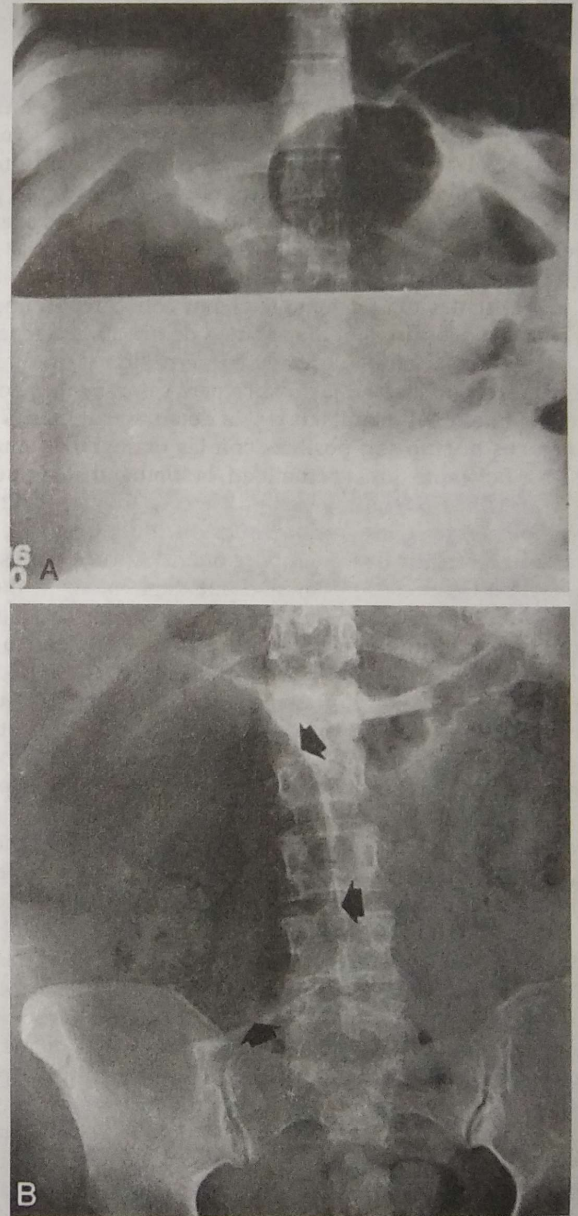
Datos de hidroneumoperitoneo en la radiografía simple. A, la proyección en posición de pie muestra un nivel líquido demasiado extenso para estar en un asa intestinal. B, en decúbito dorsal, el aire libre está bien definido por la interfaz con el líquido en la cavidad peritoneal (flechas).
